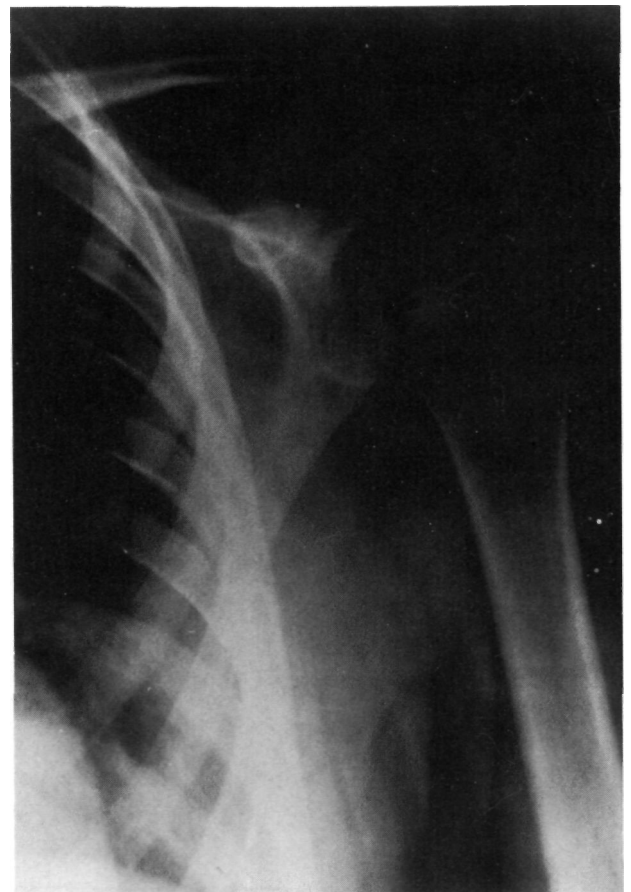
Un esta radiografía A.P. de hombro se observa una luxación tipo IV con distancia coracoclavicular de 25 mm, aunque para distinguir esta lesión radiológicamente habría que haber realizado una proyección axial de hombro.
